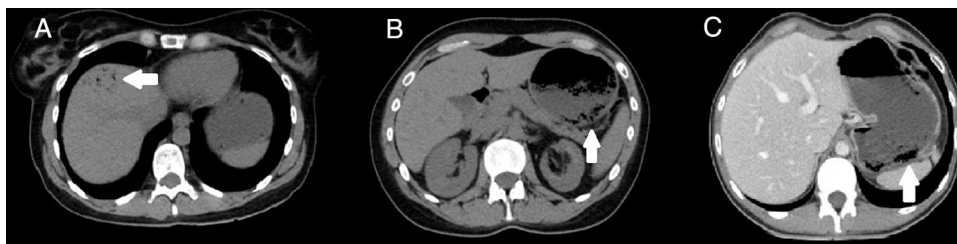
Corte axial de TC sin contraste, donde se observa neumatosis gástrica y neumatosis portal (1A y B). Fase portal que muestra neumatosis gástrica sin neumatosis portal (1C).
